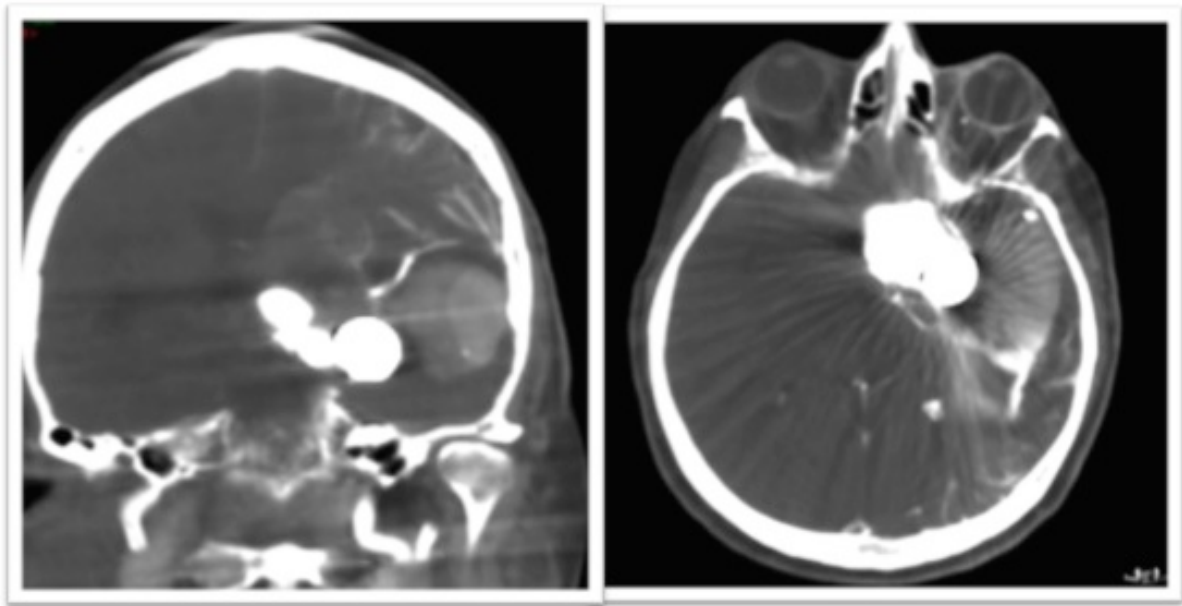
İki farklı stent ile tedavi edilen olguda, stentlerden birindeki kink, Flat-panel BT anjiyografi ile net bir şekilde ortaya konmaktadır.
